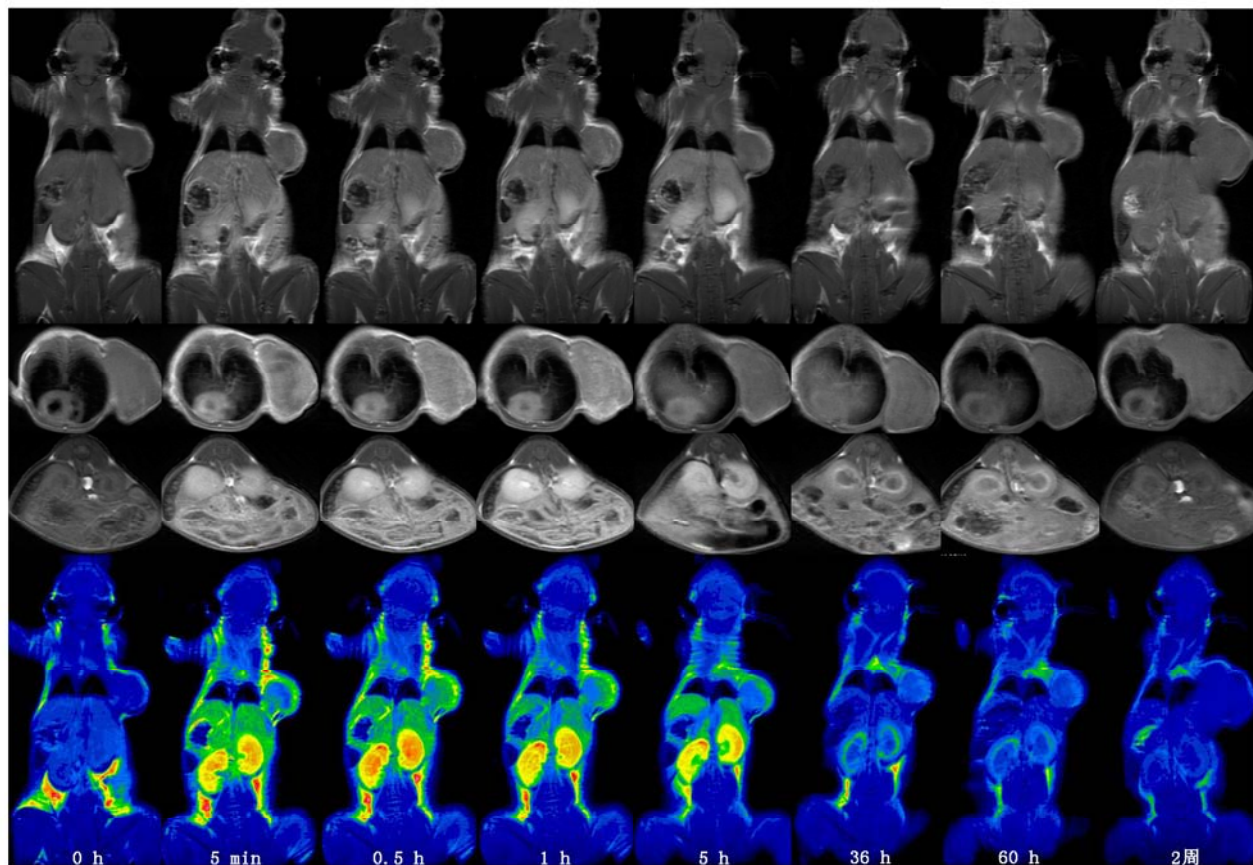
不同时间 HO-8910 卵巢癌荷瘤裸鼠 MRI 增强显像及伪彩图。从上至下依次为全身冠状位图、肿瘤轴位图、肾脏轴位图及全身冠状位伪彩图
